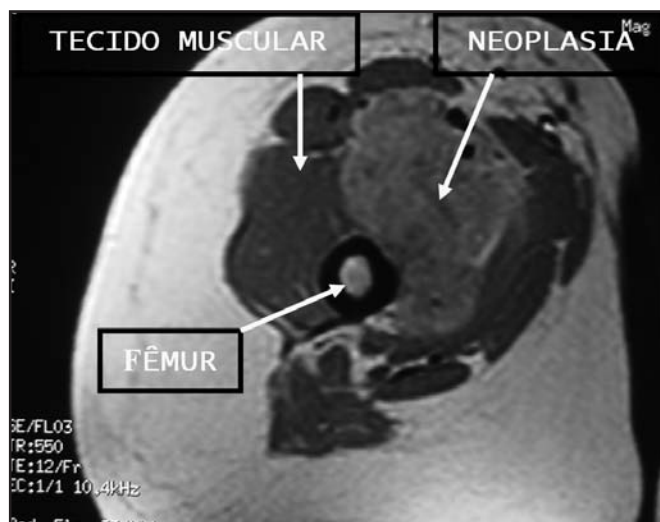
Ressonância nuclear magnética de massa em coxa direita em plano axial sequência ponderada em T1 pós-contraste venoso.
